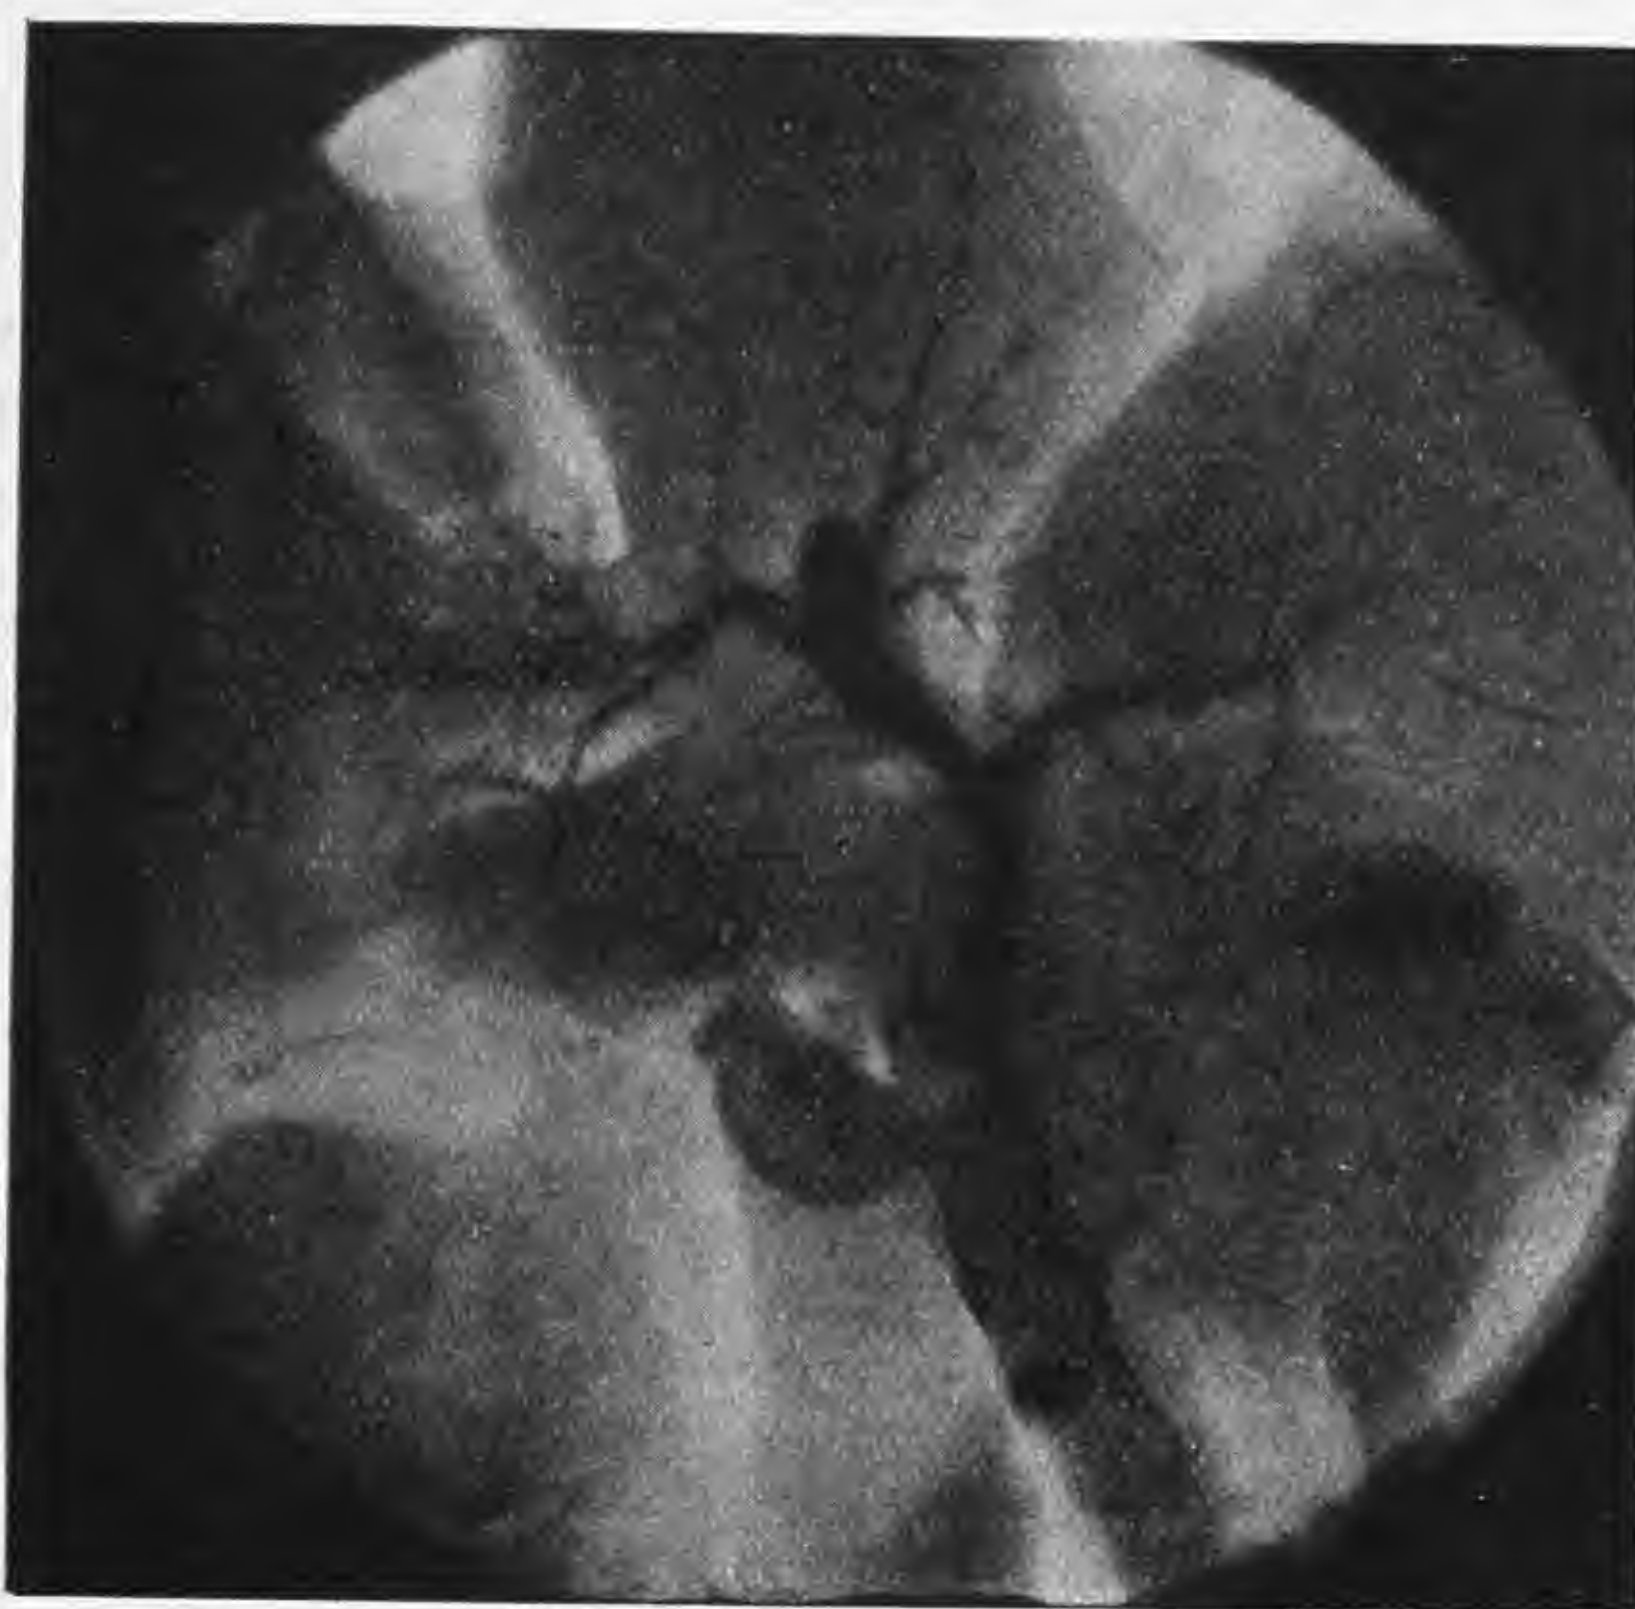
Radiografia dell'albero biliare di cane colecistectomizzato, eseguita quattordici mesi dopo l'ectomia
